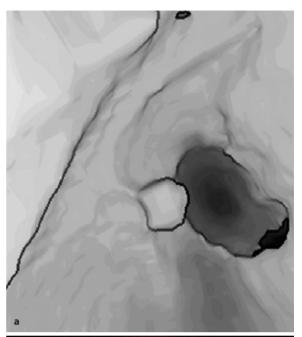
a, b. a Virtuelle Endoskopie, CT-Kolonographie, die einen 1 cm großen, gestielten Polypen im Sigma identifiziert. b Das koloskopische Bild
